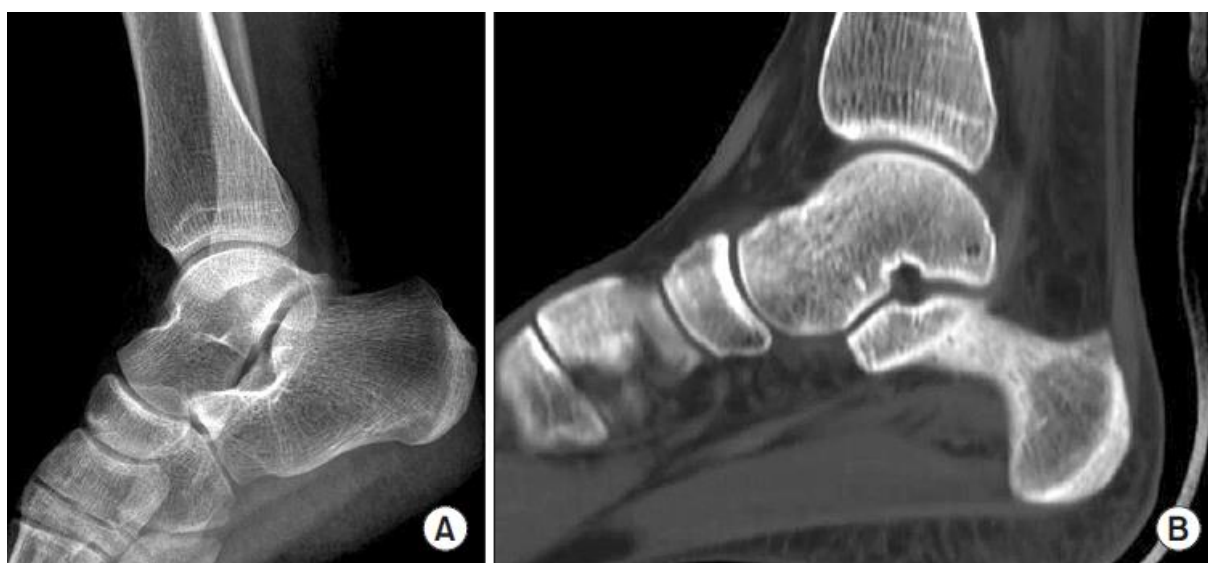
(A) Radiographie standard de la cheville : incidence de profil, ne montrant aucune anomalie. (B) scanner de la cheville en coupe sagittale montrant une fracture du col du talus peu déplacée. [48]
